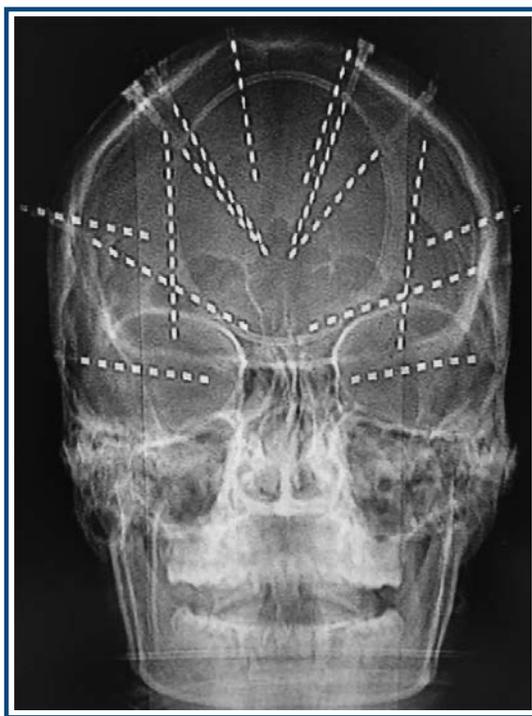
Radiografía de cráneo que muestra la implantación de electrodos para estereoelectroencefalograma (SEEG).
